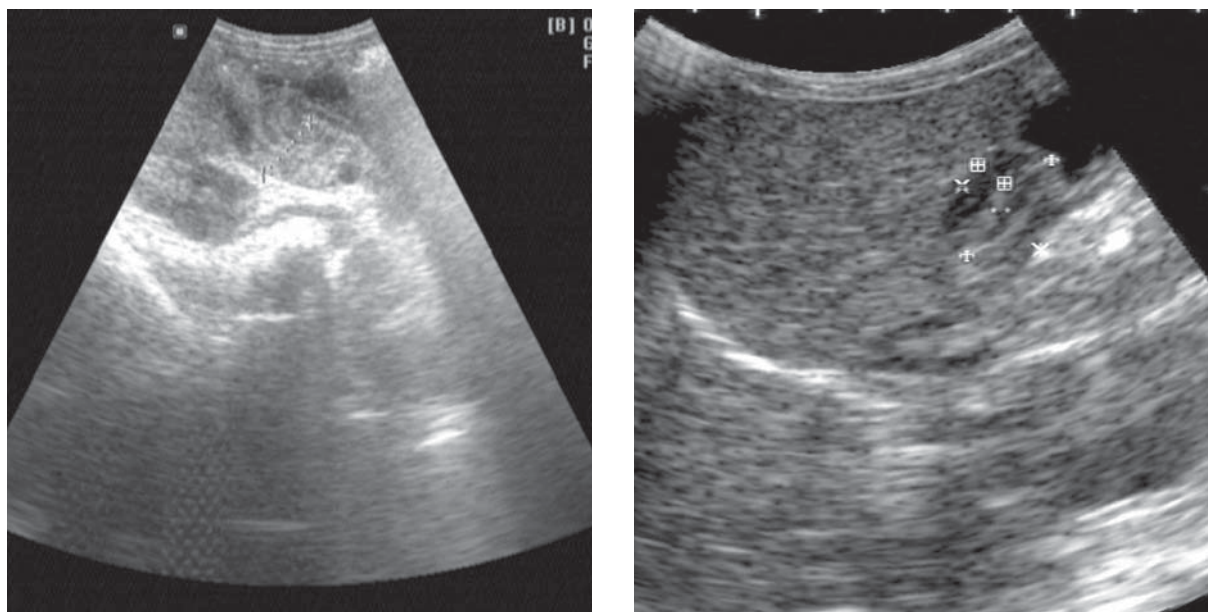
Stenoză hipertrofică de pilor. Aspect ecografic.
